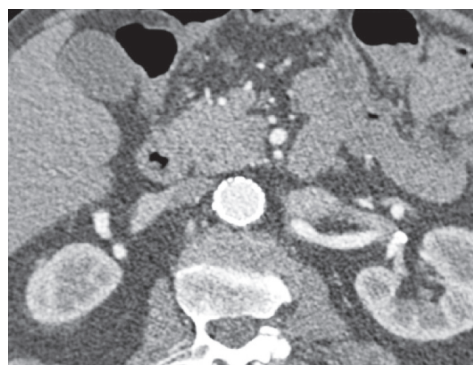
Контрольная КТ (от 06.12.2012 – через 5 лет после вмешательства) – полость аневризматического мешка исключена из кровообращения, эндолики не наблюдаются
